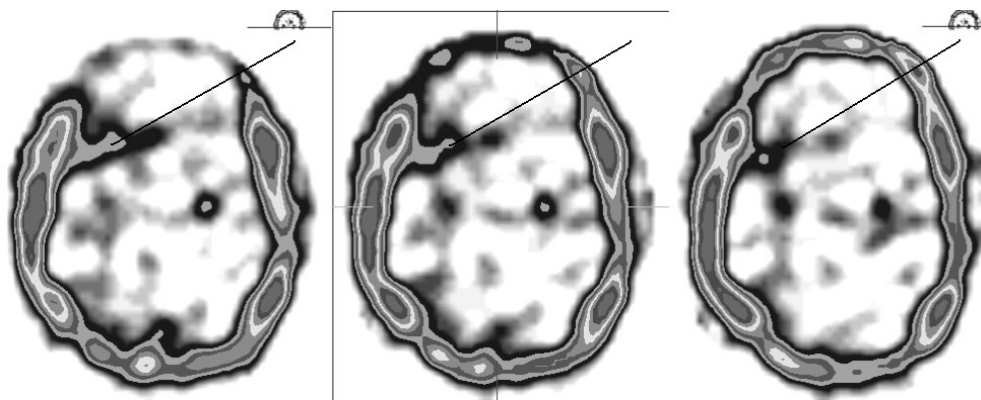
Больной С., 46 лет. Фибриллярно-протоплазматическая астроцитомы правой лобной доли. Томосцинтиграммы головного мозга в аксиальной плоскости через 4 ч после введения РФП. Визуализируется однородное повышение накопления РФП с нечеткими контурами
